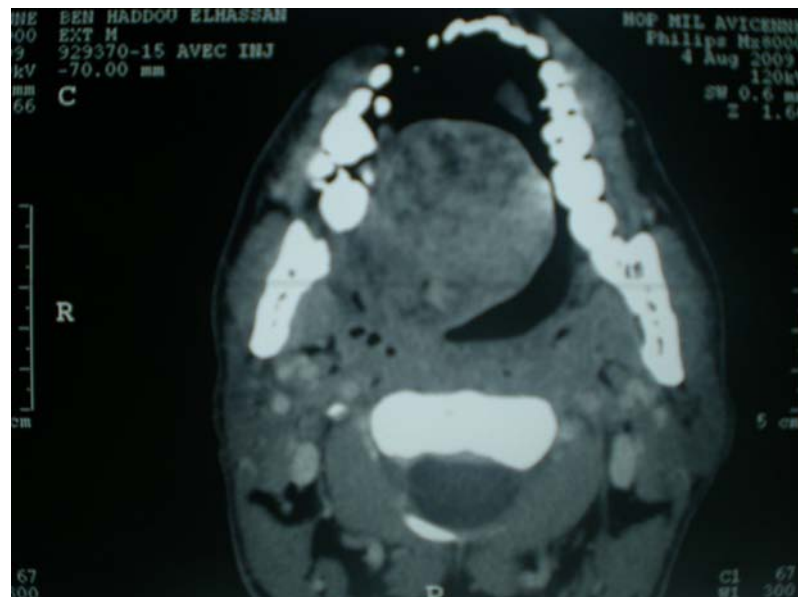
TDM d'un adénome pléomorphe palais dur chez un patient de notre étude (HMA)
